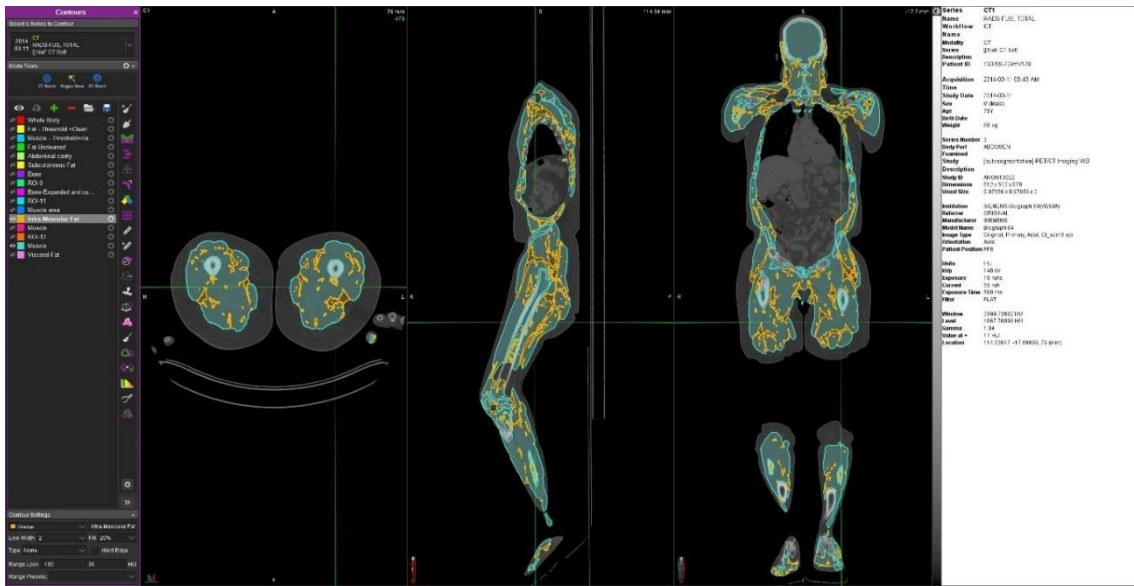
Determinación de la MM y del TAIM total en un paciente con cáncer analizada mediante la TC de planificación de RT. Elaboración propia.
